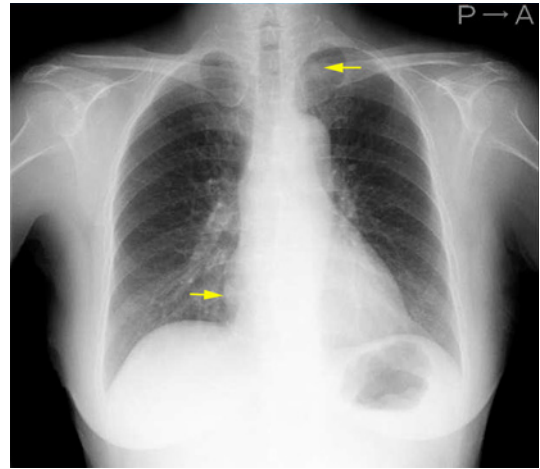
A chest radiograph shows nodules in the right lower and the left upper fields.
